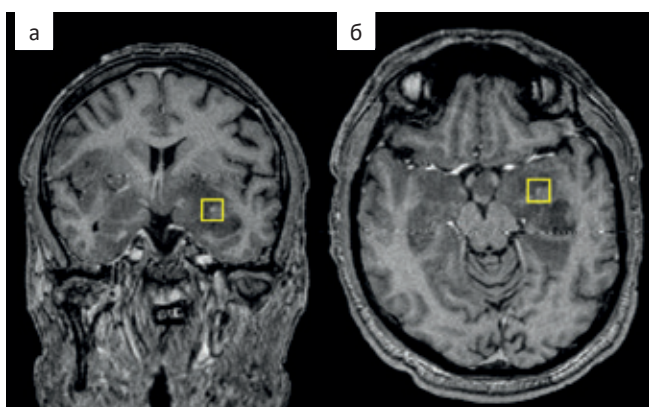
МРТ головного мозга в режиме T_1 после внутривенного введения контрастного вещества в корональной (А) и аксиальной (Б) проекциях. Выявляется нодулярный участок патологического накопления контрастного препарата в левой парагиппокампальной области (выделено желтым квадратом). В остальной массе поражения не отмечается выраженного накопления контрастного препарата
